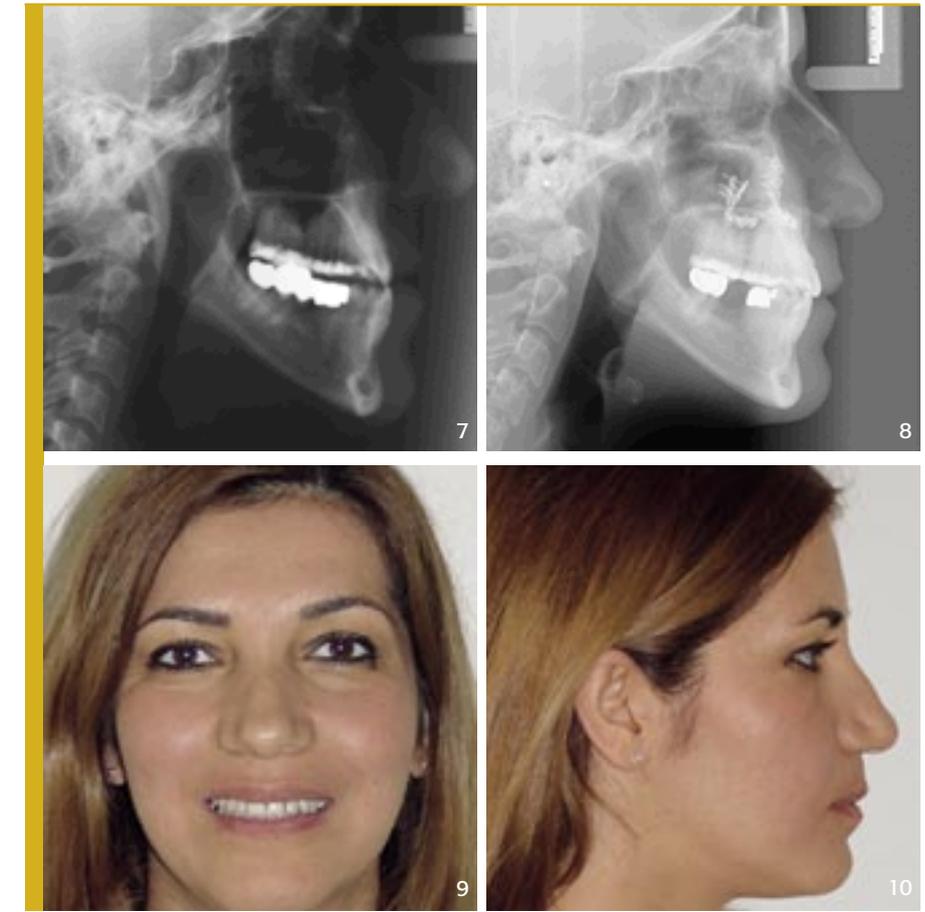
8 Fernröntgenseitenbild vor Behandlungsbeginn und nach Behandlungsende
